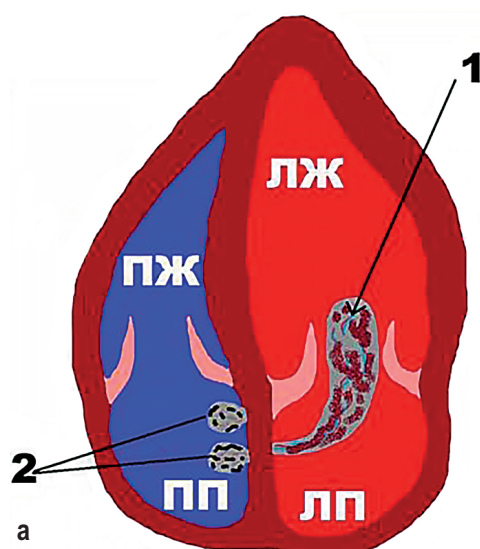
Вытянутая в длину и флотирующая в левый желудочек (ЛЖ) миксома левого предсердия (ЛП), небольшие миксомы правого предсердия (ПП) (а); трансторакальная эхокардиограмма пациентки с жалобами на сердцебиение (б). В полости ЛП образование овальной формы (нео), гиперэхогенное, на ножке — подвижное с местом прикрепления к средней трети межпредсердной перегородки (МПП). Диаметр 6,3×6,5 см. Образование пролабирует в полость левого желудочка (ЛЖ) с формированием обструкции ЛЖ. (Наблюдение Ленинградской областной клинической больницы, 2017)
